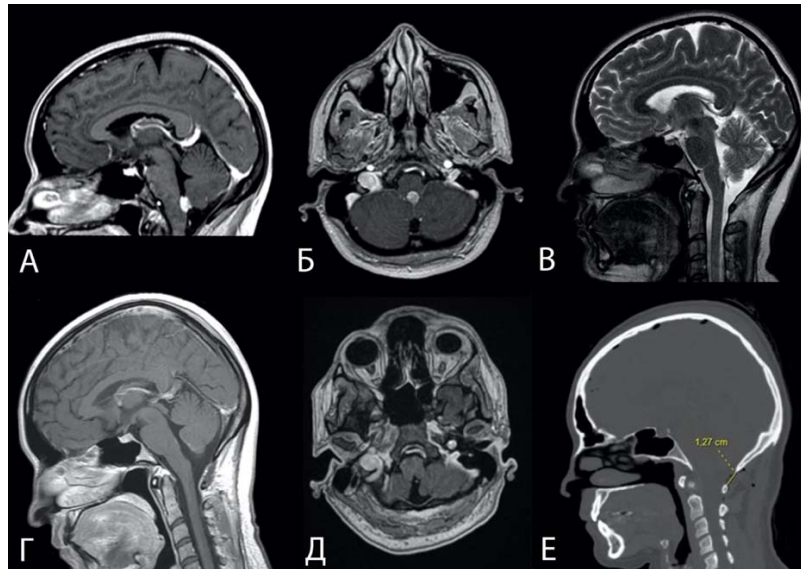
П-тка К-ева. А, Б, В: предоперационные МРТ снимки пациентки с контрастным усилением и в режиме Т2. Г, Д: послеоперационные МРТ снимки с контрастным усилением, демонстрирующие тотальное удаление хориоидпапилломы каудальных отделов четвертого желудочка объемом 0,95 см³.
